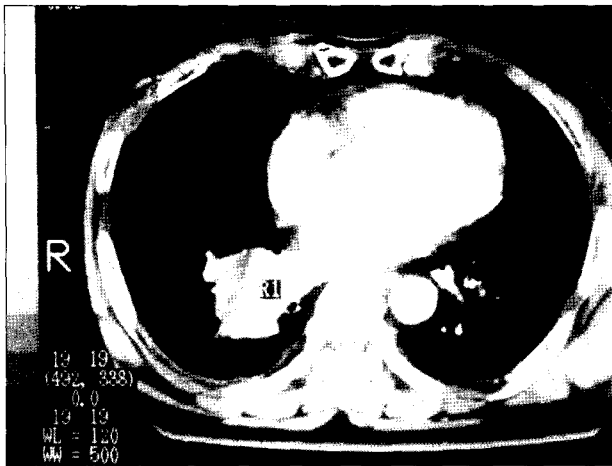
Computed tomographic scan showing right lower lobar tumor located very close to left atrium, where lower pulmonary vein is connected to.
